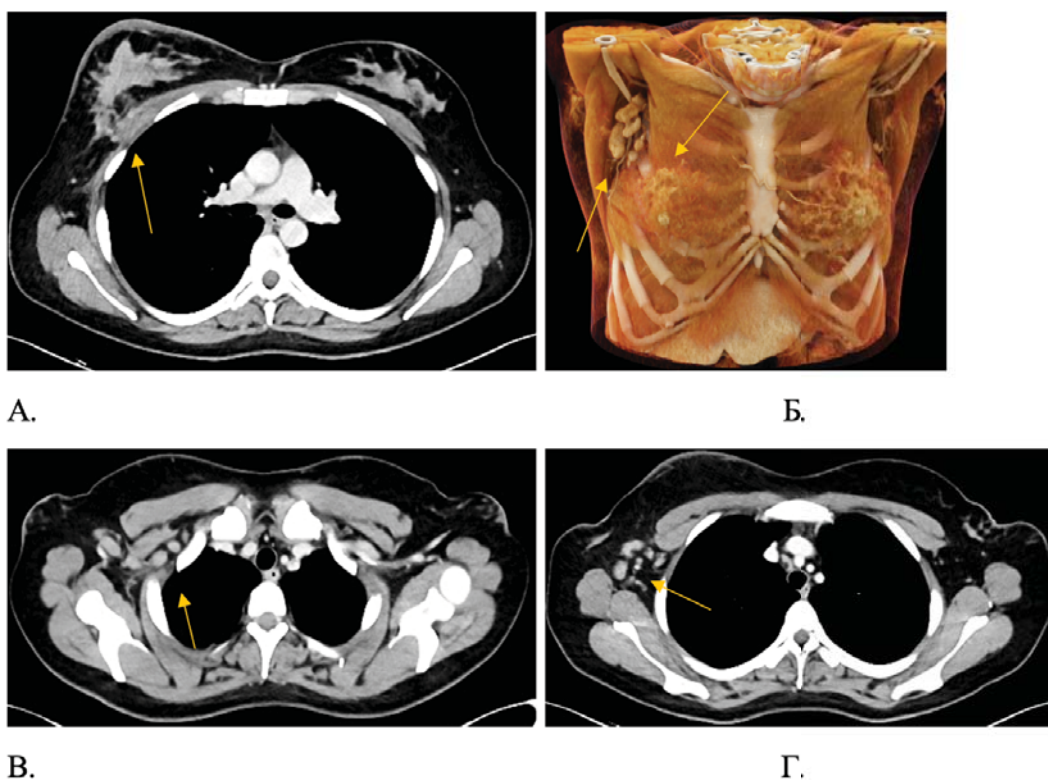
КТ-ангиография. Аксиальные срезы А, В, Г. VRT реконструкция изображения — Б.
